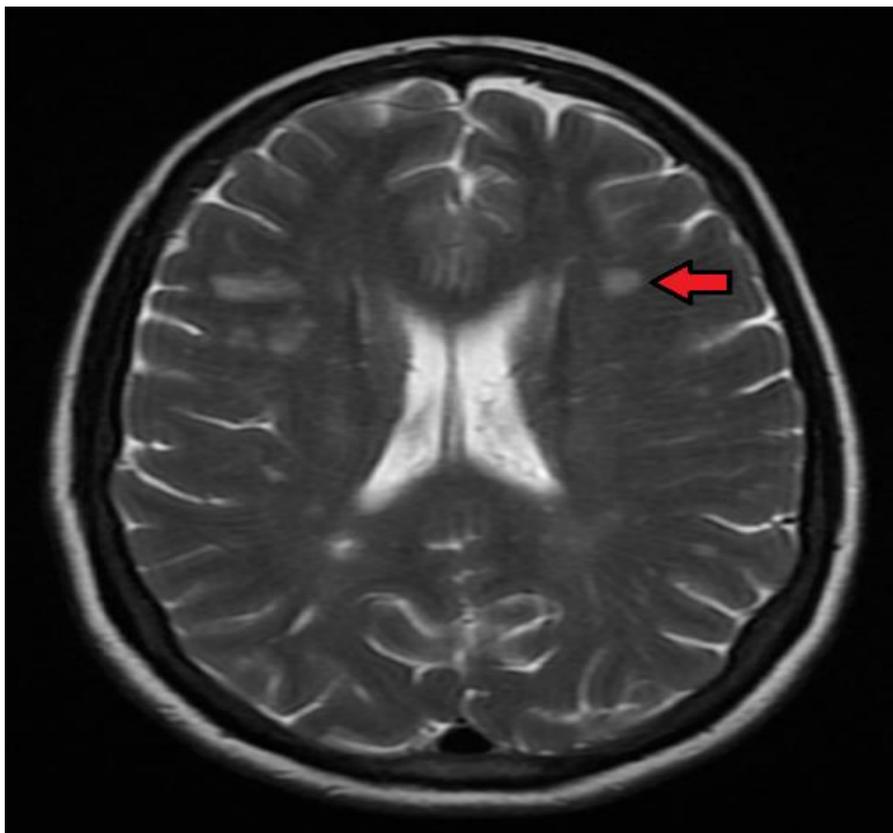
Resonancia magnética cerebral donde se visualizan lesiones en la sustancia blanca (leucoaraiosis). Crédito: Yakafaucon
